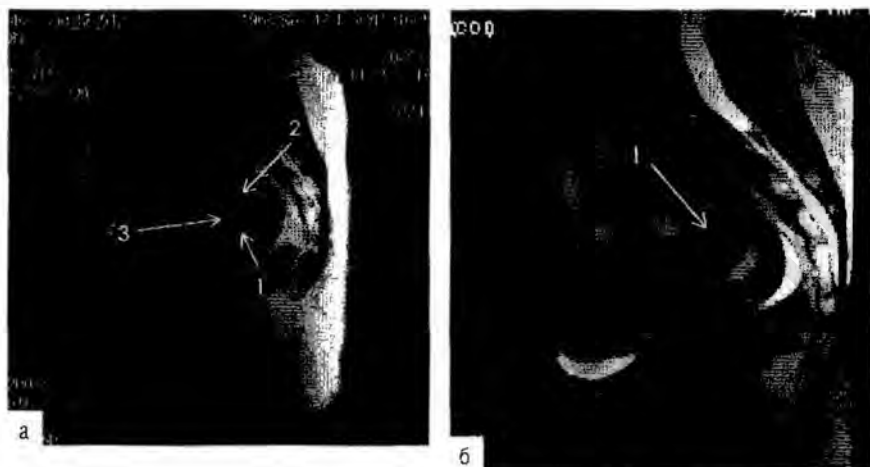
Магнитно-резонансная картина диффузного сокращения миометрия или всей стенки матки: а — на сагиттальной магнитно-резонансной томограмме на T2-взвешенном изображении отмечают: 1 — утолщение задней стенки матки, 2 — деформацию полости матки за счет участка сокращенного миометрия (3); б — на сагиттальной магнитно-резонансной томограмме на T2-взвешенном изображении, полученном у той же пациентки через несколько минут, отмечают утолщение передней стенки матки (1) вследствие изменения тонуса.
